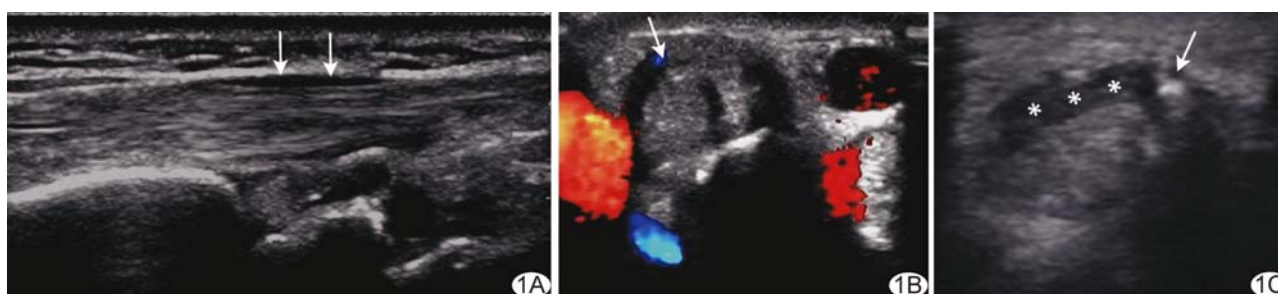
左腕德凯尔万病 A. 左腕部桡侧长轴切面声像图示腱鞘(箭); B. 左腕部桡侧横轴切面 CDFI 示腱鞘(箭); C. 于超声引导下左腕部桡侧腱鞘简易松解术(箭示注射器针尖, \* 示腱鞘增厚)
